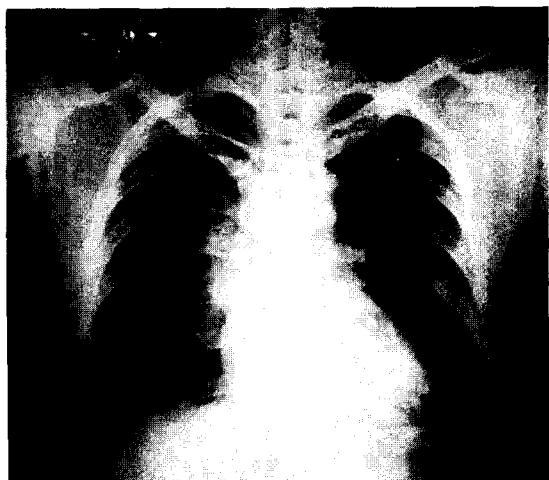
Preop. chest X-ray.
